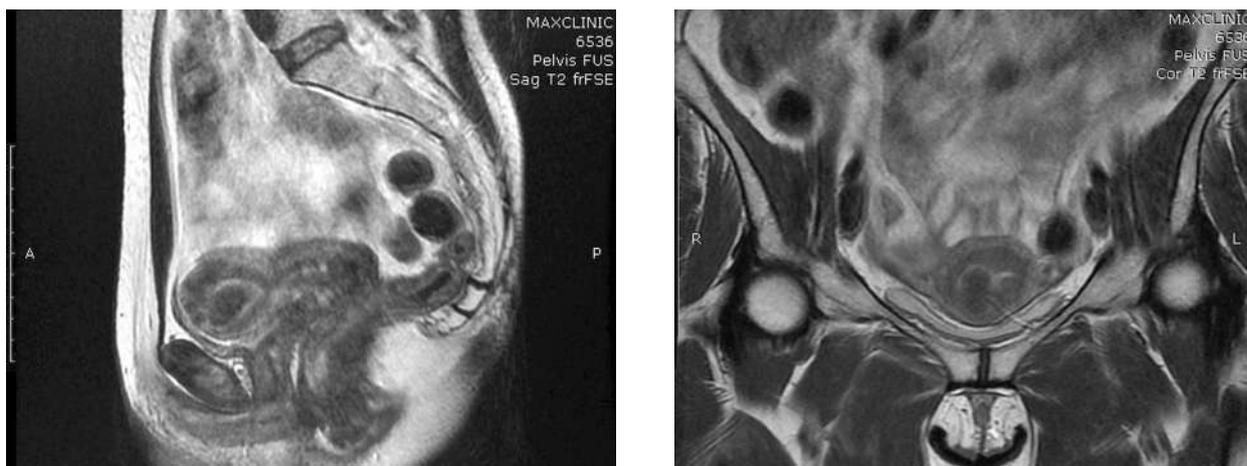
Данные МРТ ОМТ: по передней стенке матки, ближе к дну определяется миоматозный узел, деформирующий полость матки размерами 1,8*2,3*1,5 см, структура узла гипоинтенсивная по T2 ВИ
